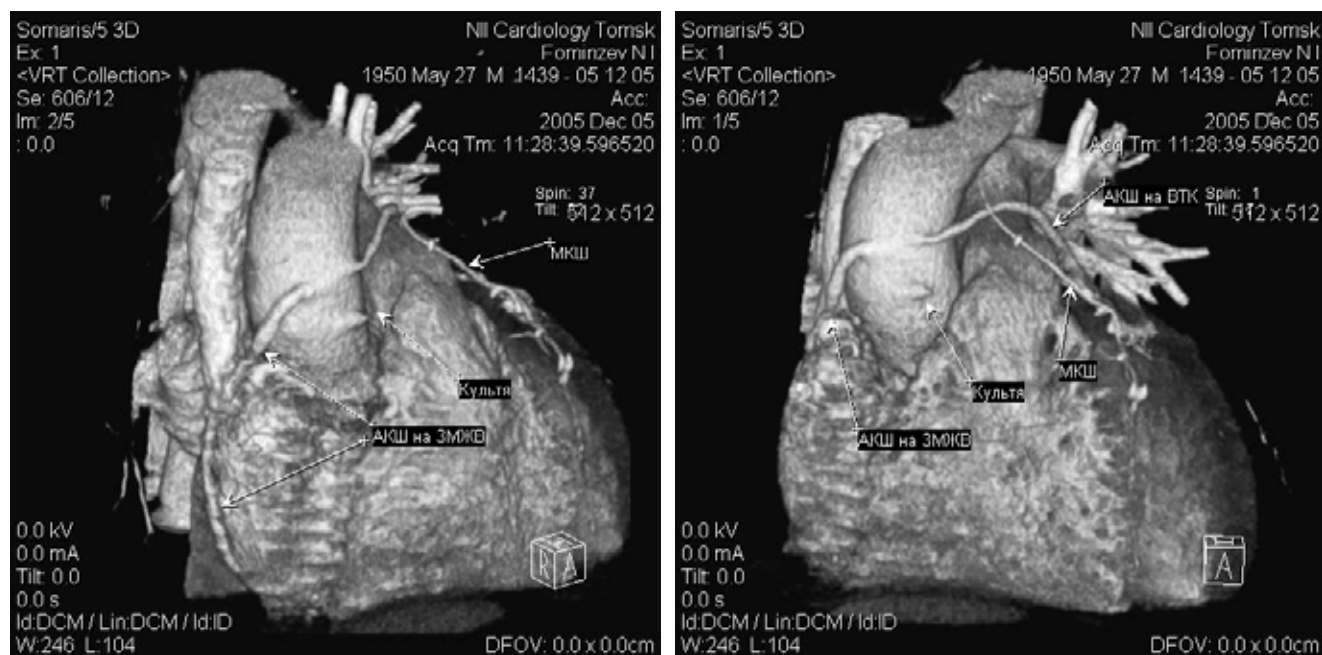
Пациент Ф. 52 лет. Диагноз: ИБС: Стенокардия напряжения ФК II. Состояние после маммарокоронарного шунтирования передней нисходящей артерии, аортокоронарного шунтирования первой диагональной артерии, задней межжелудочковой ветви (2003 г.). СКТ-шунтография. Нормально функционирующие МКШ и АКШ на ЗМЖВ, закрыт АКШ на 1ДА
